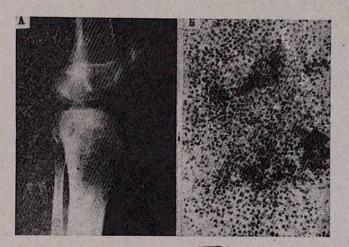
Б-я Ц., 14 лет. А. На рентгенограмме определяется округлой формы очаг деструкции с зоной уплотнения вокруг. Б. Микроскопическое строение опухоли: участки разрастания кондробластов с образованием хрящевого основного вещества, Окраска гематоксилин-эозином. ×40.
